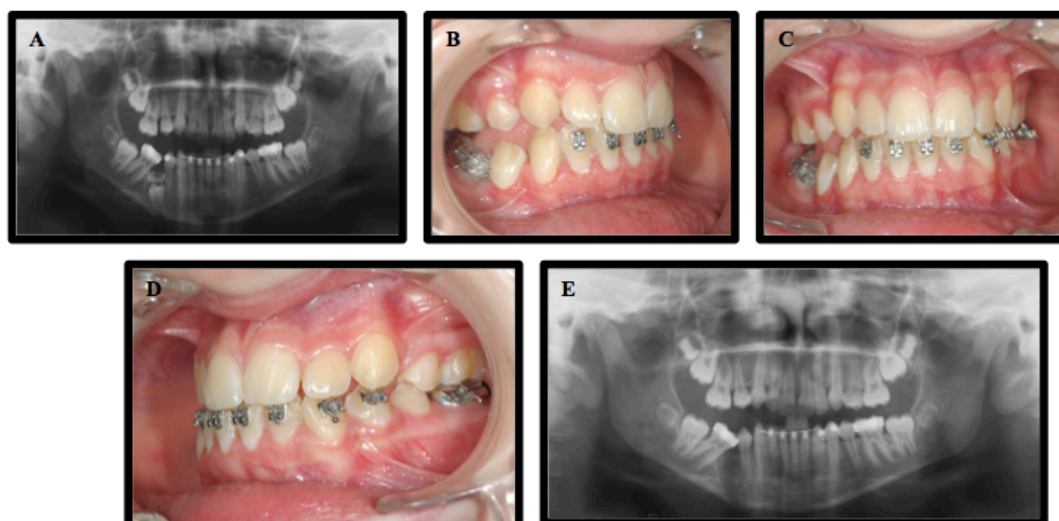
Ortopantomografia depois da melhoria da inclinação mesial do dente 4.6 e antes das extrações (A). Fotografias intra-orais (B,C,D) e Ortopantomografia (E) após extrações do dente decíduo 8.5 anquilosado e do seu sucessor permanente 4.5.
